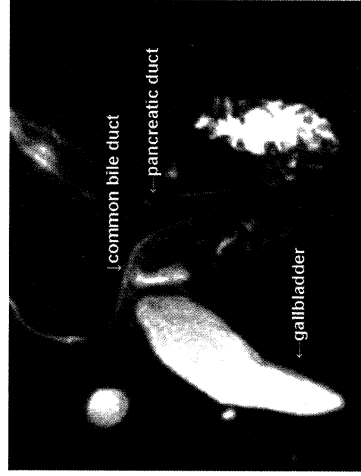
Magnetic resonance cholangiopancreatogram (MRCP). MRCP demonstrating the gallbladder and common bile duct. The pancreatic duct is also displayed.
